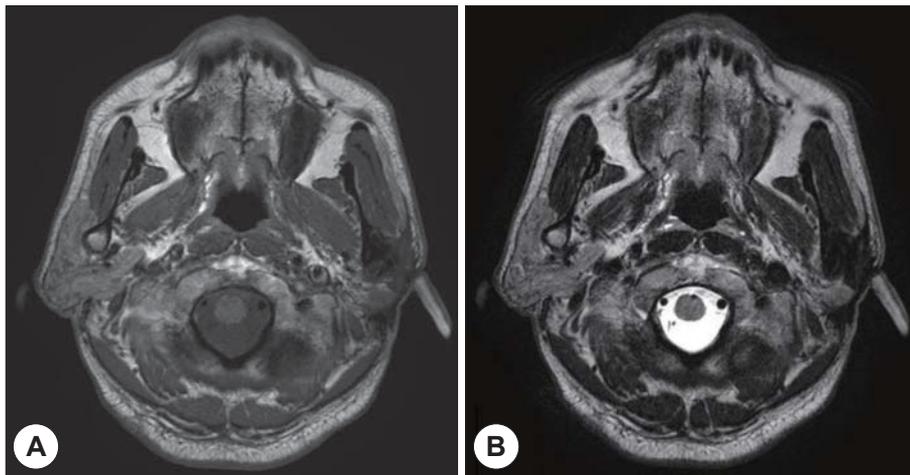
Postoperative T1 weighted axial(A) and T2 weighted axial(B) salivary gland MRI. MRI shows that no evidence of local tumor recurrence.
